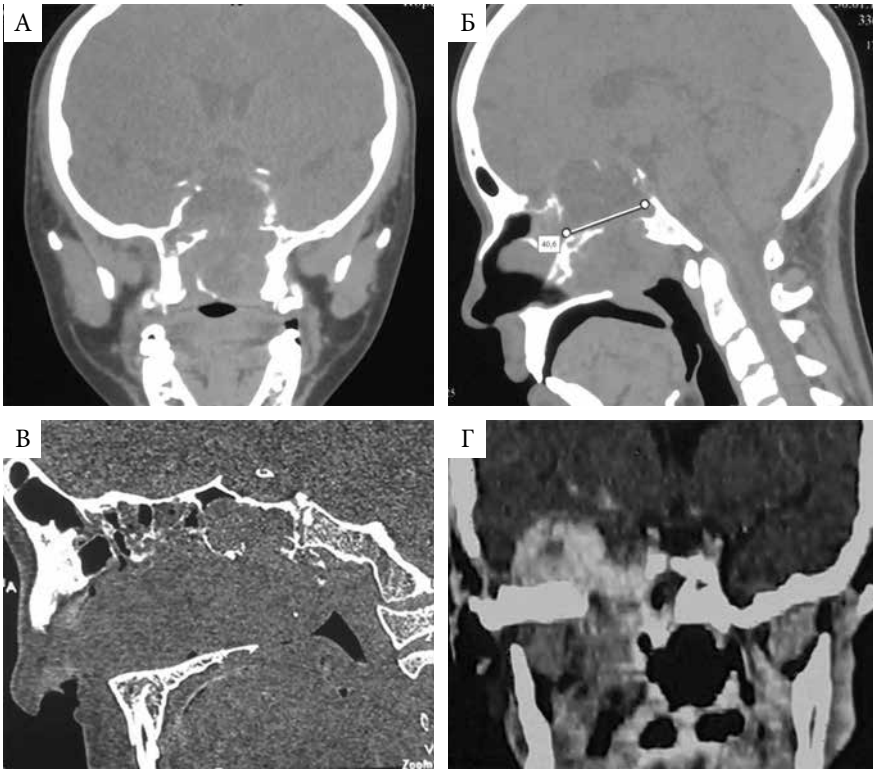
МСКТ пациентов А., 11 лет (А, Б), и Р., 13 лет (В, Г), с ЮАОЧ: А–В – без внутривенного контрастирования, Г – с внутривенным контрастированием. А, Г – коронарные проекции; Б, В – сагиттальные проекции. А и Б – опухоль располагается в носоглотке и клиновидной пазухе, истончает и разрушает ее верхнюю, заднюю и нижнюю стенки, межпазушная перегородка отсутствует; В – опухоль занимает всю носоглотку и полость носа, распространяется в клиновидную пазуху через дефект в ее передненижней стенке в области видиева канала без интракраниального распространения; Г – рецидив ЮАОЧ: носоглотка свободна, новообразование активно накапливает контрастный препарат, располагаясь в правой части клиновидной пазухи, разрушает ее латеральную и переднюю стенки, распространяется в СЧЯ
